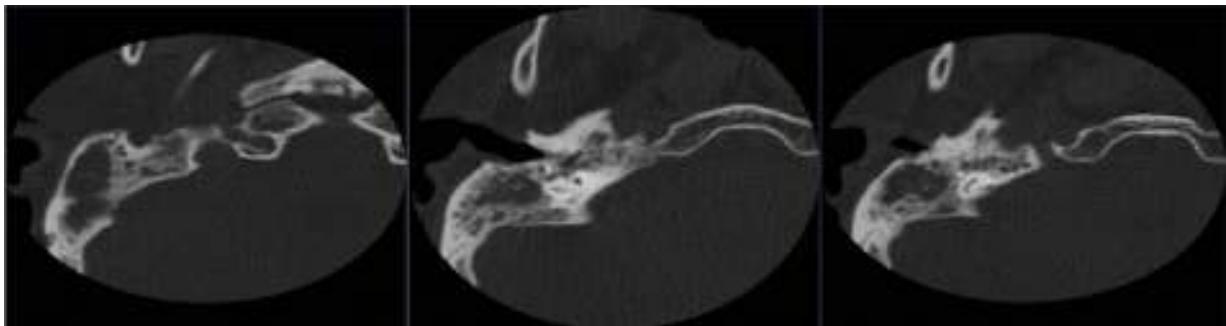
Tomografía simple de mastoides: cortes axiales, en los que se observa ocupación de celdillas mastoideas por material con densidad de tejido blando, con reabsorción de septos óseos y erosión de la cortical adyacente al seno sigmoideo, hallazgos compatibles con mastoiditis coalescente.
